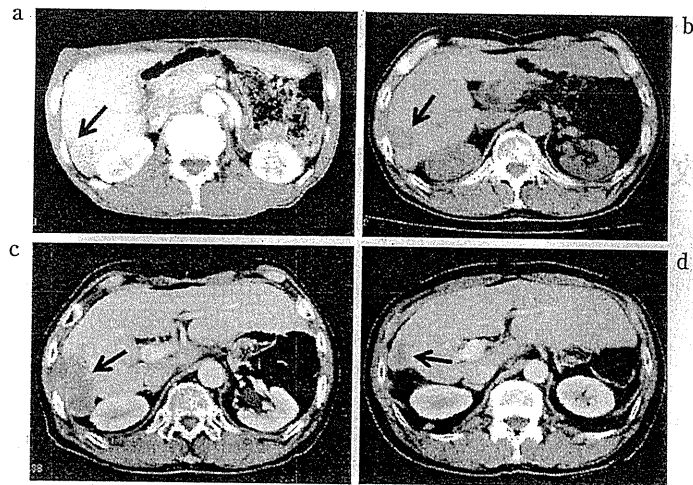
腹部造影 CT 検査 (肝 S6 病変)
